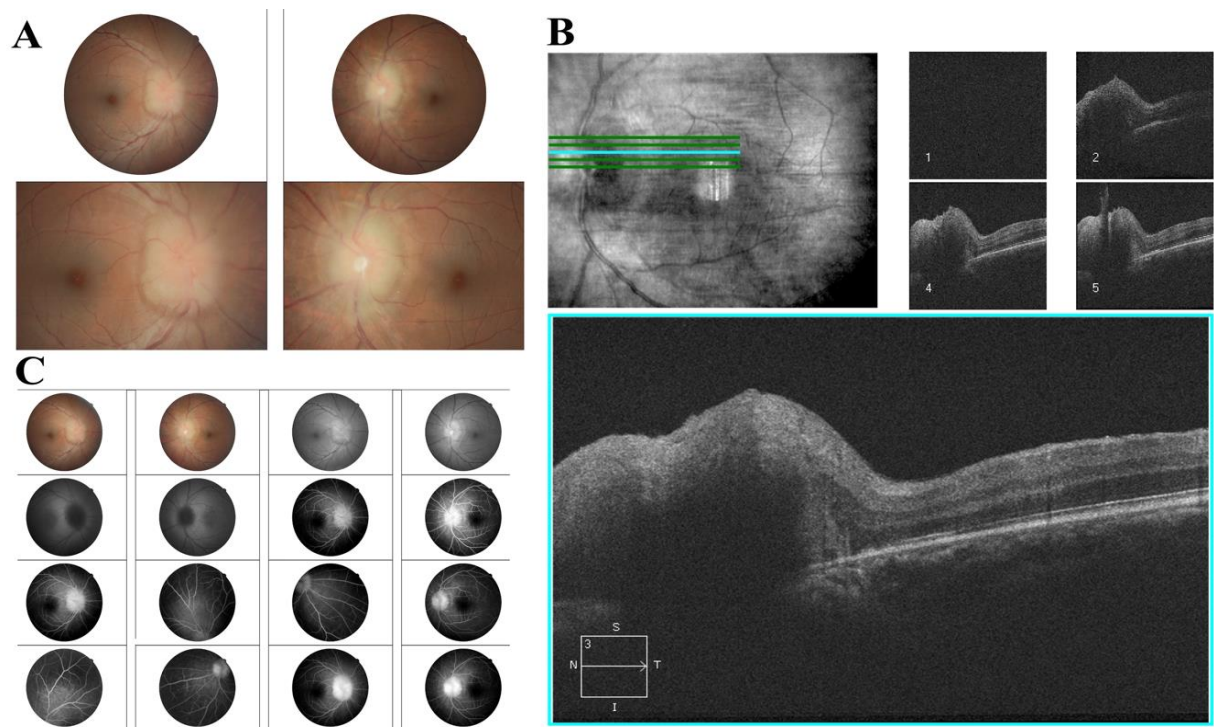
Papilledema in an HTLV-1 patient in retinography (A), optical coherence tomography (B) and fluorescein angiography (C). Patient 2.
